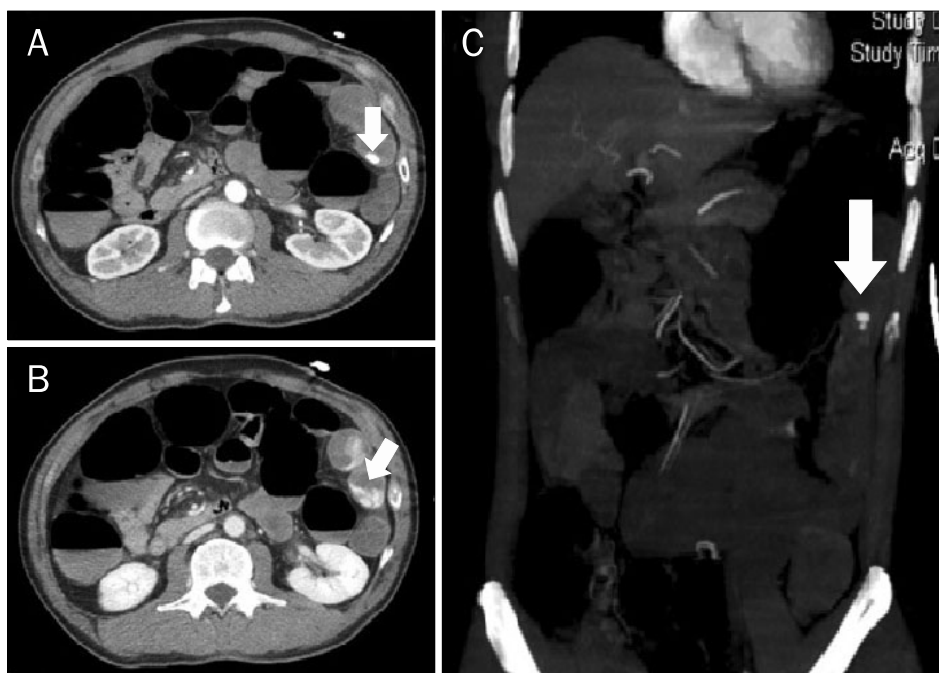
Axial section of CT scan showing bleeding focus in the jejunum (arrow) at arterial phase (A), and contrast leakage into jejunum (arrow) at venous phase (B). (C) CT angiography showing arterial bleeding on jejunum (arrow).
